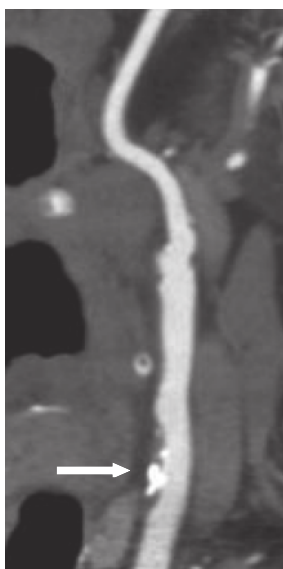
被动吸烟者(女性,68岁)颈总动脉混合型斑块CT血管成像图 图中,曲面重建图像显示颈总动脉混合型斑块(箭头所示)。CT:计算机断层摄影术
